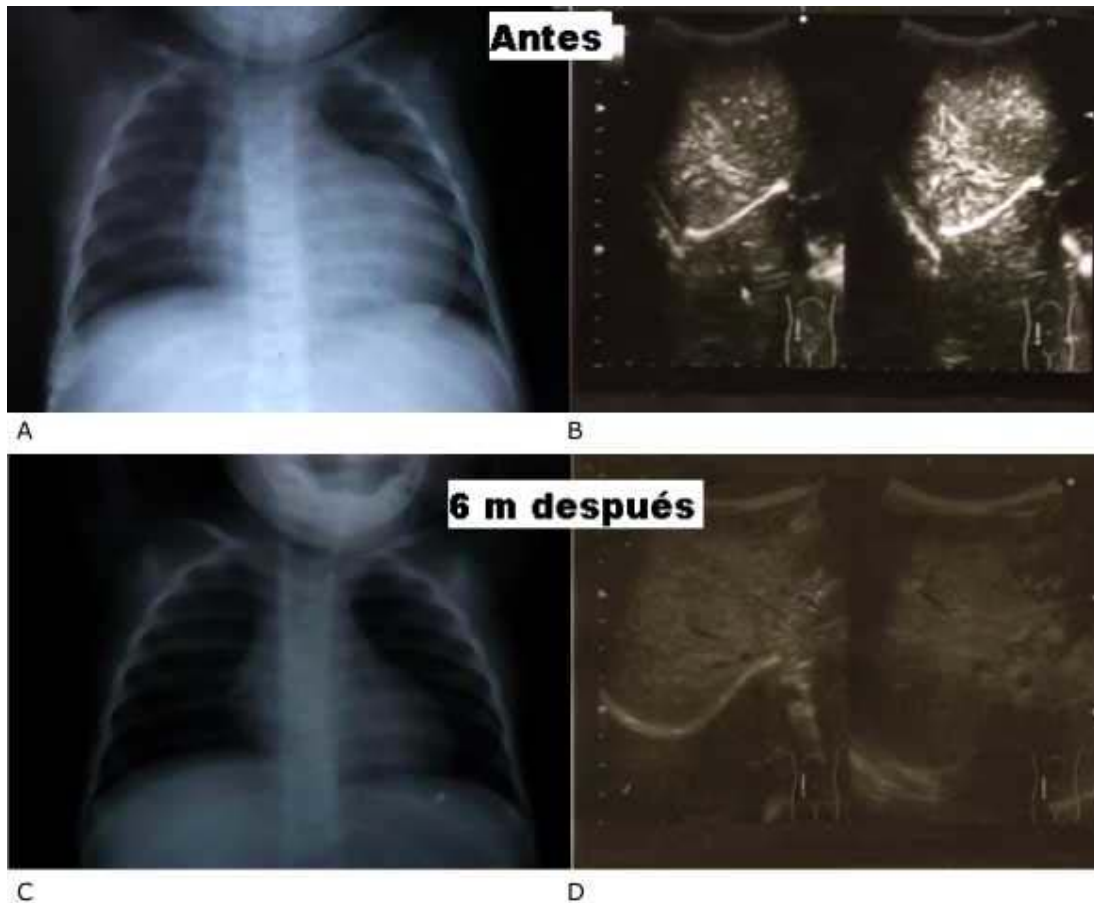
A, B, C y D. Evolución de la cardiomegalia en radiografías de tórax y de infiltración hepática por ultrasonido de la paciente 4 con la variedad infantil, antes (A y B) y 6 meses después del tratamiento (C y D).
